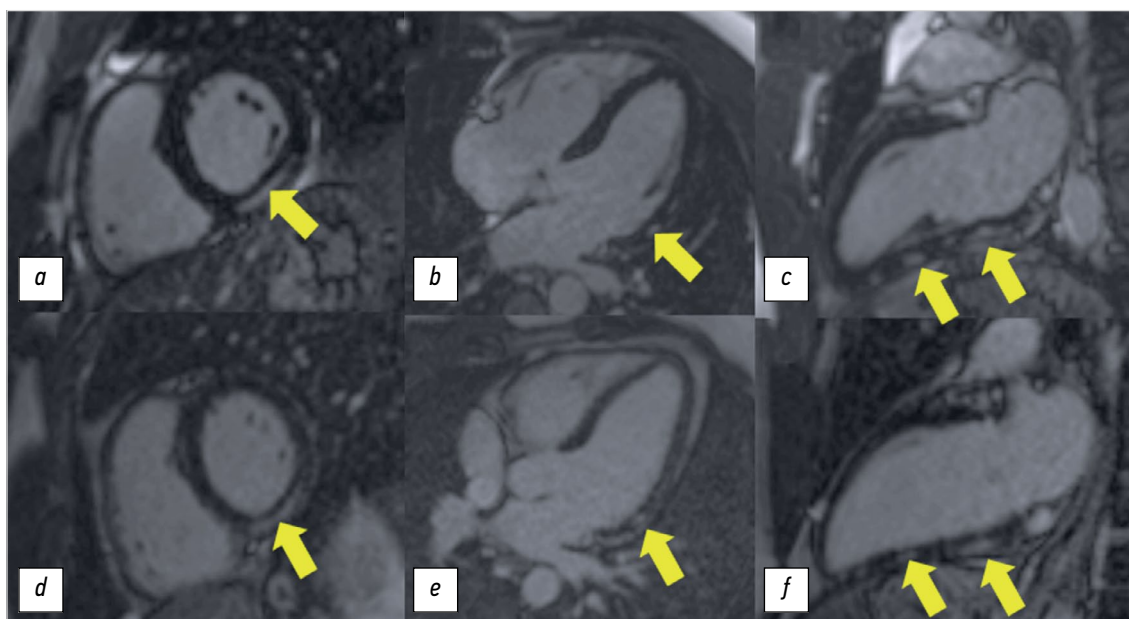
Магнитно-резонансная томография сердца в режиме отсроченного контрастирования с гадолиний-содержащим контрастирующим средством усиления (через 7–15 мин после введения контрастного препарата), импульсная последовательность Flash 2D Inversion Recovery: *a, d* — короткая ось левого желудочка в базальных сегментах; *b, e* — длинная ось левого желудочка, четырёхкамерная проекция; *c, f* — длинная ось левого желудочка, двухкамерная проекция. Верхний ряд, *a–c* — магнитно-резонансная томография сердца исходно: в базальных и средних боковых и нижних сегментах с переходом на апикальный нижний сегмент левого желудочка отмечаются субэпикардальные участки контрастирования (жёлтые стрелки); нижний ряд, *d–f* — магнитно-резонансная томография сердца в динамике через 1,5 месяца: сохраняются участки отсроченного контрастирования прежней локализации и интенсивности.
